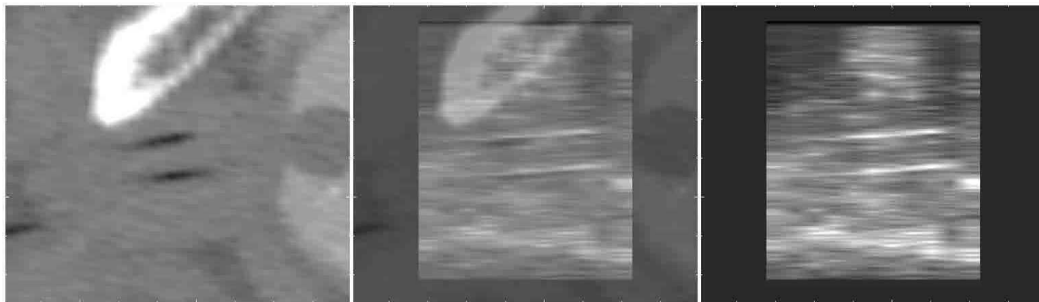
Registrierungsergebnis eines Patienten während der Post-Planning Phase nach Implantation der Hohlnadeln (sagittale Schicht). Von links nach rechts: CT Aufnahme, überlagerte Schichtdarstellung, entsprechender Schnitt des U/S Volumens. Die Katheter sind im CT als schwarze Linien und im Ultraschall als weiße Linie sichtbar.
